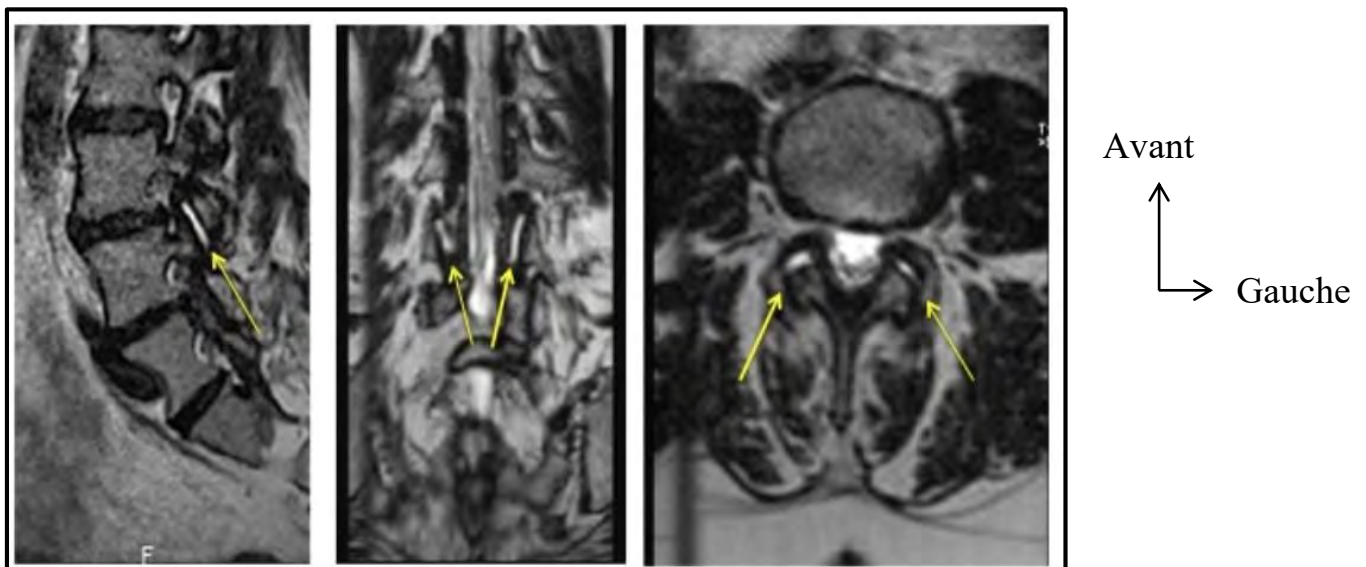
Coupes saggitale, coronale et axiale de l'IRM du rachis lombaire montrant l'arthrose facettaire L3-L4 (flèches jaunes) ; iconographie de l'hôpital pasteur, imagerie pré-opératoire.
